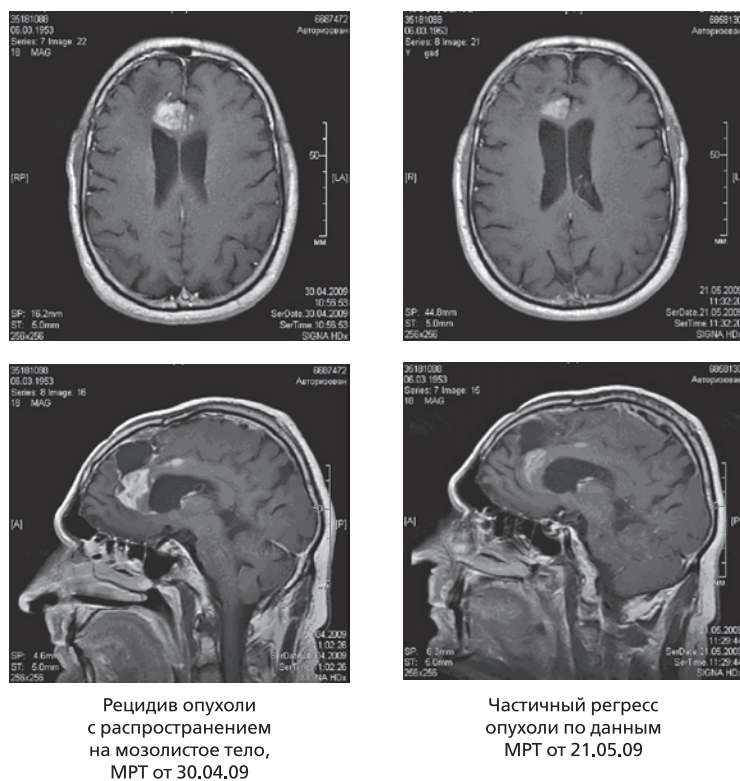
Динамика МРТ больного К. Диагноз – глиобластома
